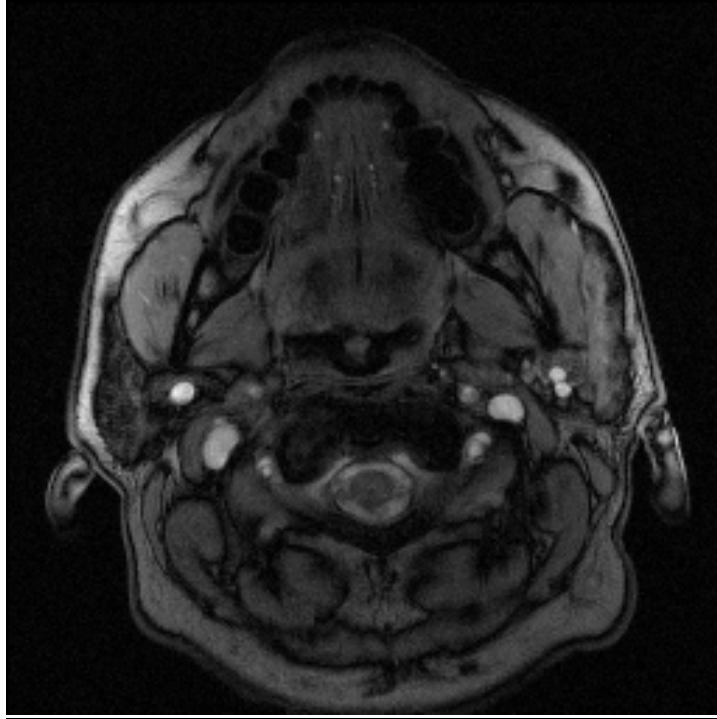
Sialolithiasis bei einem weiblichen Patienten im MRT
